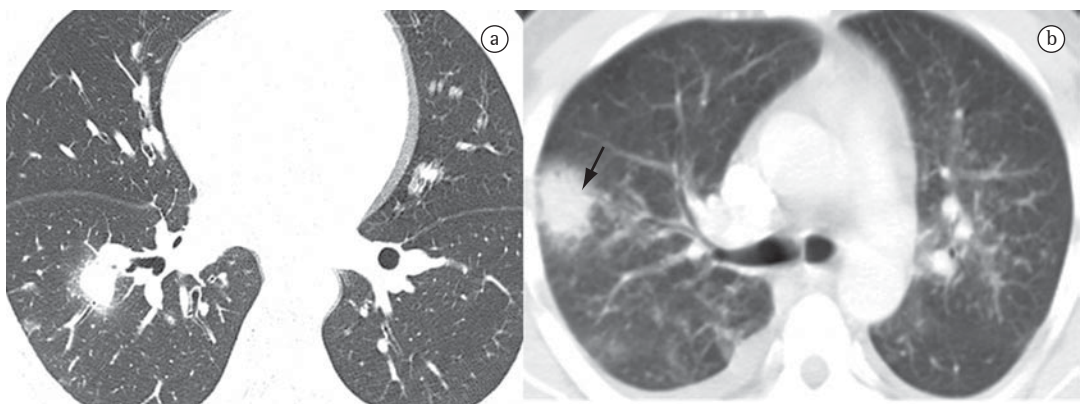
TC de tórax mostrando nódulos pulmonares com sinal do halo (setas pretas). O nódulo tem contornos regulares em A e irregulares em B.
